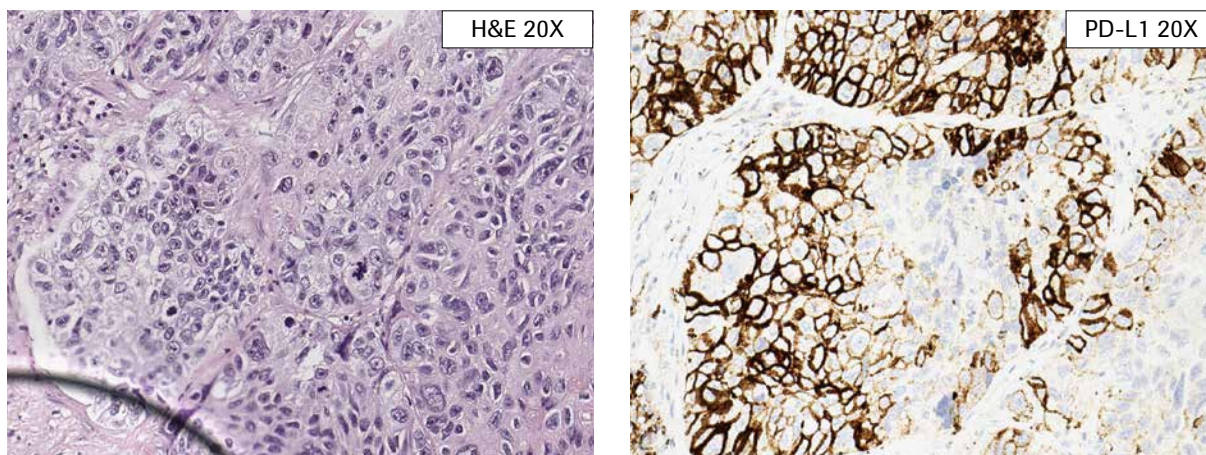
中程度～強陽性の円周状のDAB発色を示す、腫瘍細胞 (TC) へのPD-L1発現 (NSCLC)
